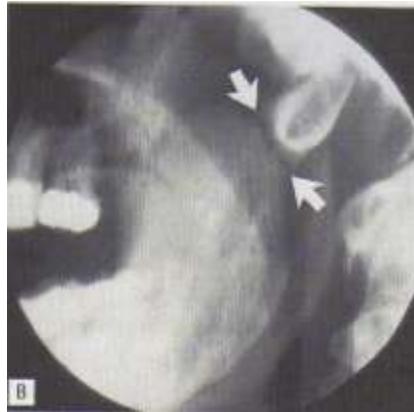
Radiografía Lateral Oblicua
